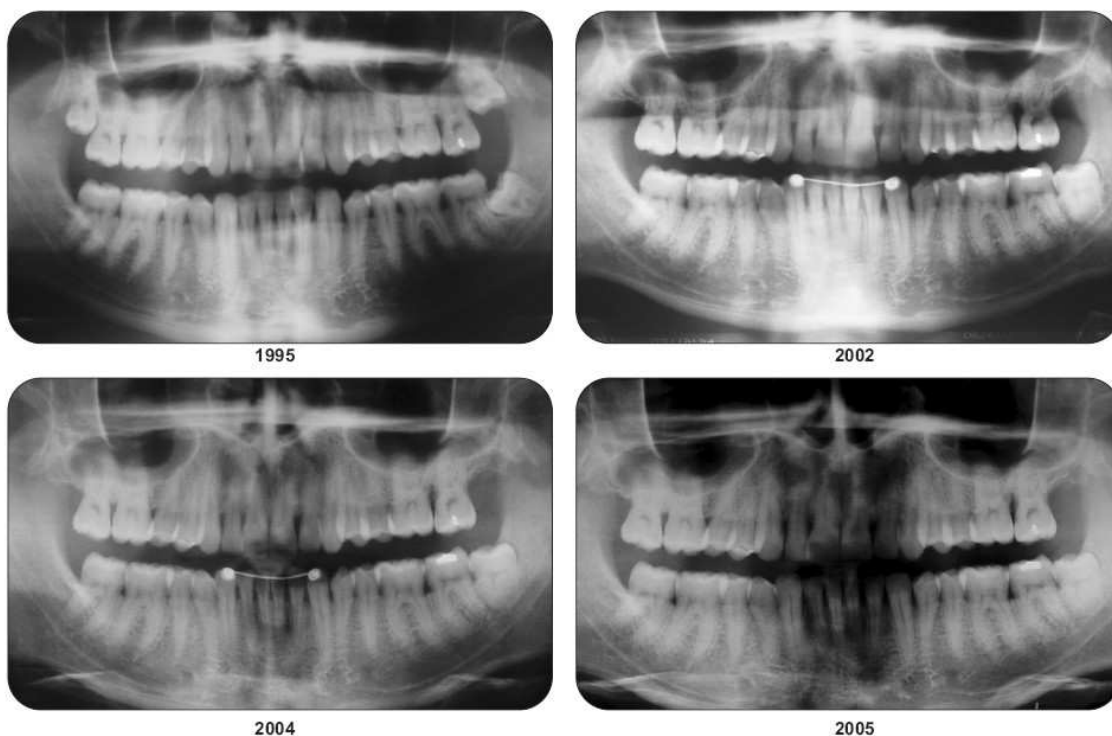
Documentação odontológica enviada ao IML (ortopantomografias)
